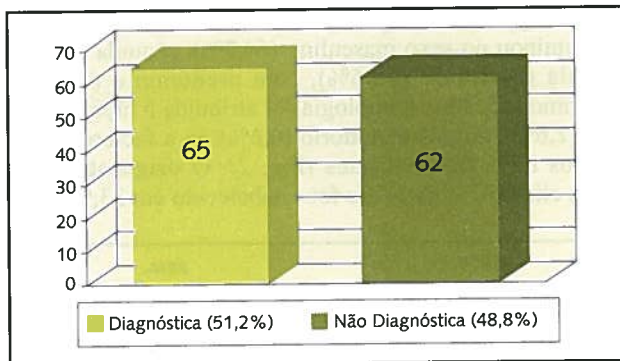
Ecotomografia abdominal.
